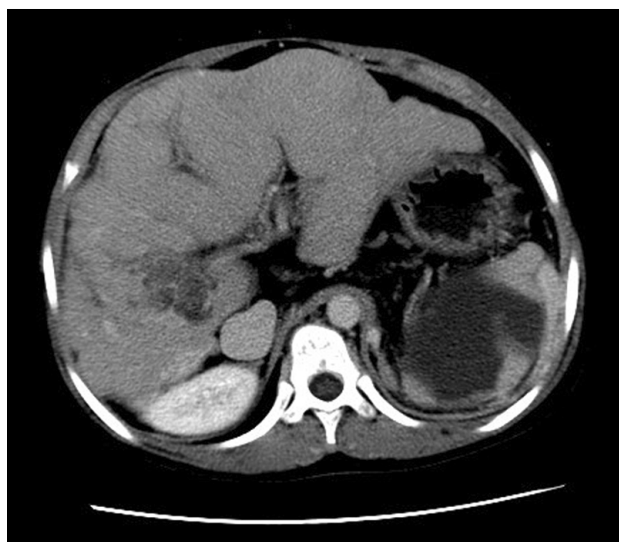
Abdominal CT scan of a child with intrahepatic cholangiocarcinoma, who underwent kasai operation for biliary atresia. Abbreviation: CT, computed tomography.
